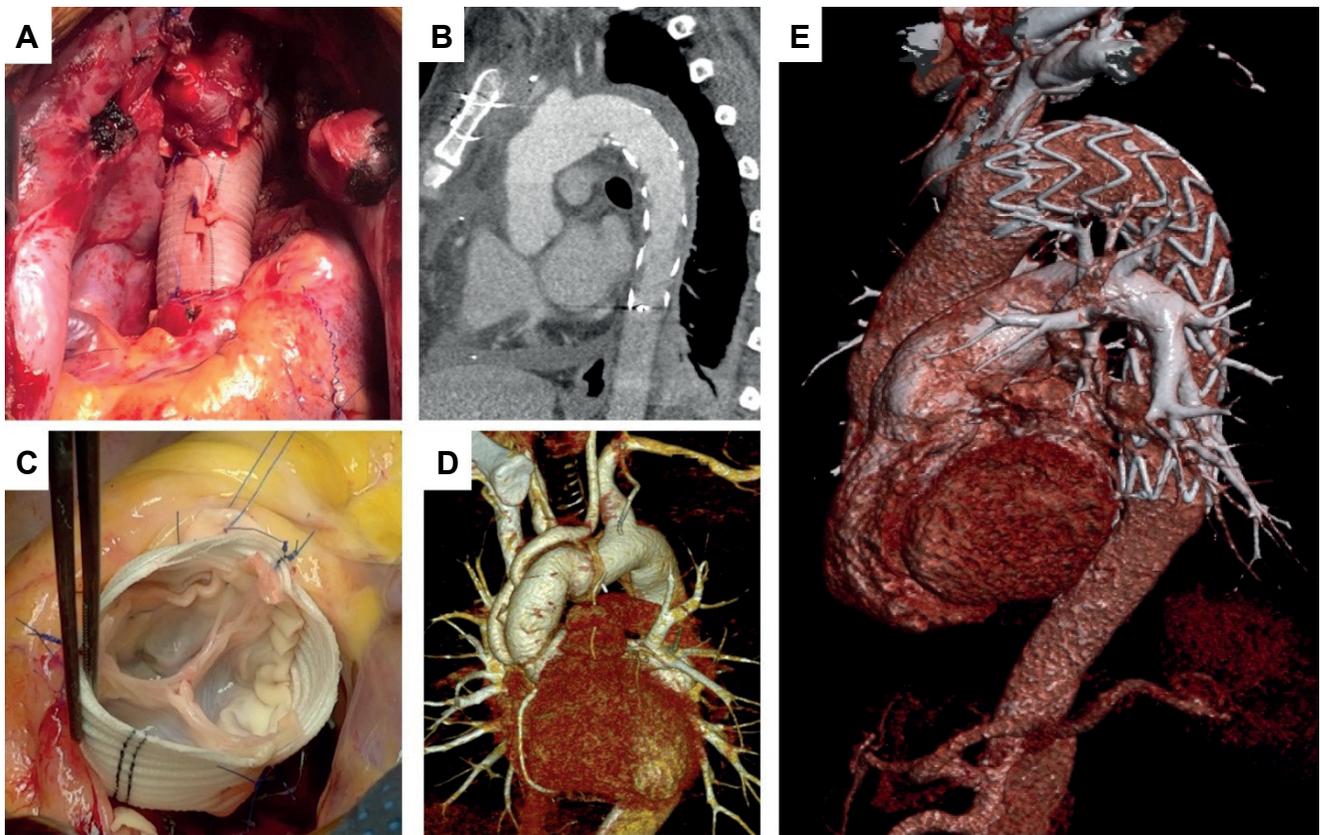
Técnicas de reparación del síndrome aórtico agudo: A) Trompa de elefante congelada; B) Tomografía computarizada de tórax tras intervención con prótesis híbrida y reexpansión de luz verdadera aórtica; C) Sustitución de raíz aórtica preservando la válvula aórtica nativa (David); D) TC de tórax tras sustitución de raíz aórtica por injerto valvulado (Bentall-De Bono) y sustitución de arco aórtico; E) Tomografía computarizada de tórax tras implante de endoprótesis para el tratamiento de disección aórtica tipo B
